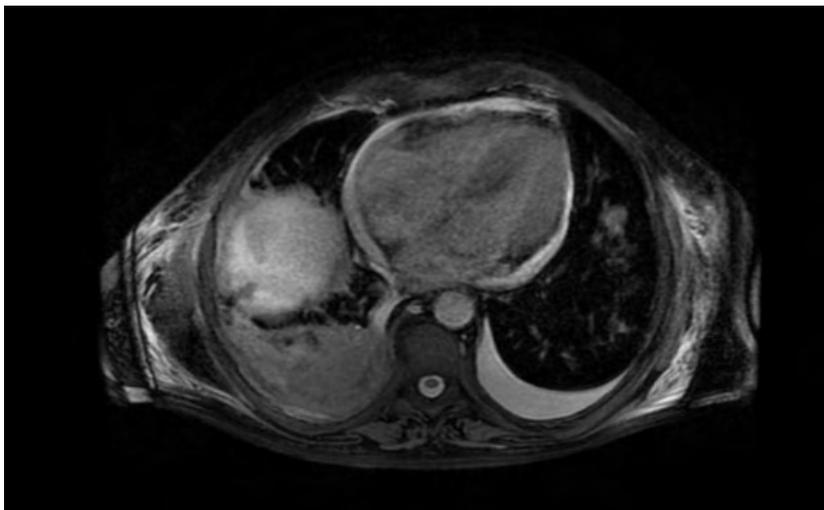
RMN - Corte Axial - Infiltração Pleural.
